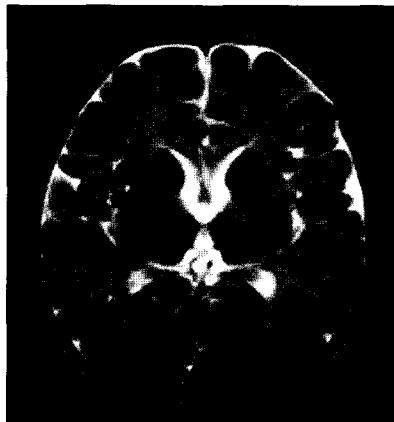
T2-weighted magnetic resonance image. The abnormally high signal at deep cortical white matter and both internal capsule suggests demyelination. Tigroid appearance of the white matter represents islands of residual myelin around penetrating vessels.
